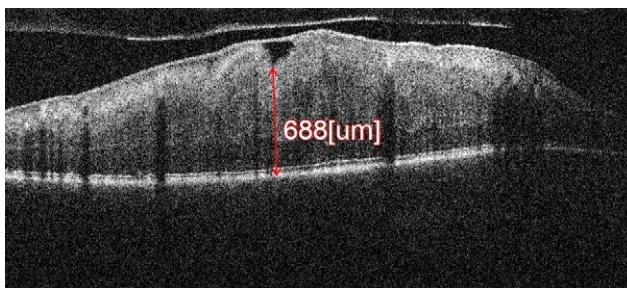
Оптическая когерентная томограмма сетчатки ребёнка 8 лет с комбинированной гамартомой сетчатки и ретинального пигментного эпителия: деформация витреоретинального профиля макулярной зоны, утолщение и дезорганизация слоёв сетчатки с формированием складок, эпиретинальная мембрана. Максимально скорректированная острота зрения 0,15.
